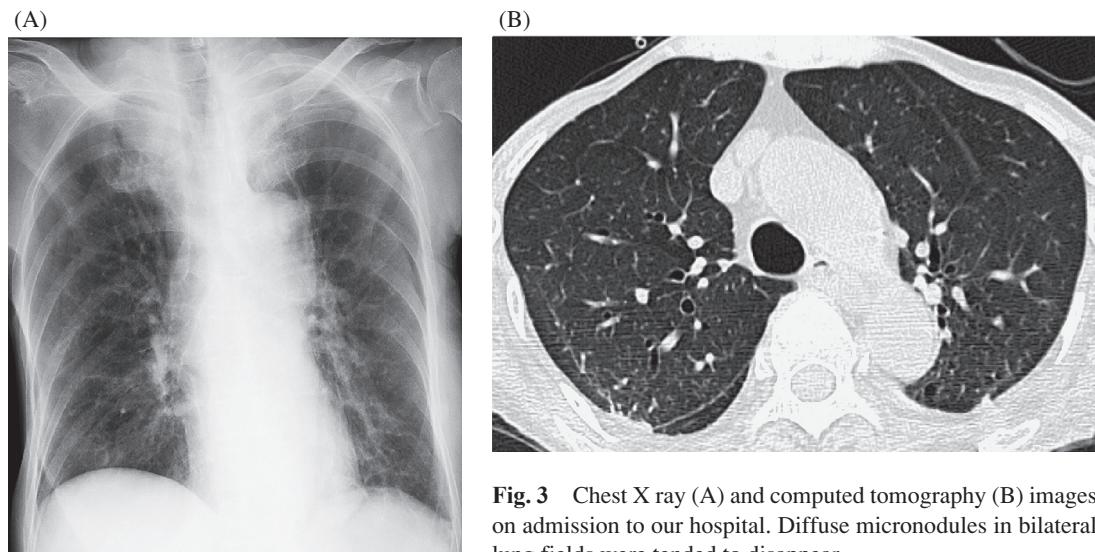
Chest X ray (A) and computed tomography (B) images on admission to our hospital. Diffuse micronodules in bilateral lung fields were tended to disappear.
